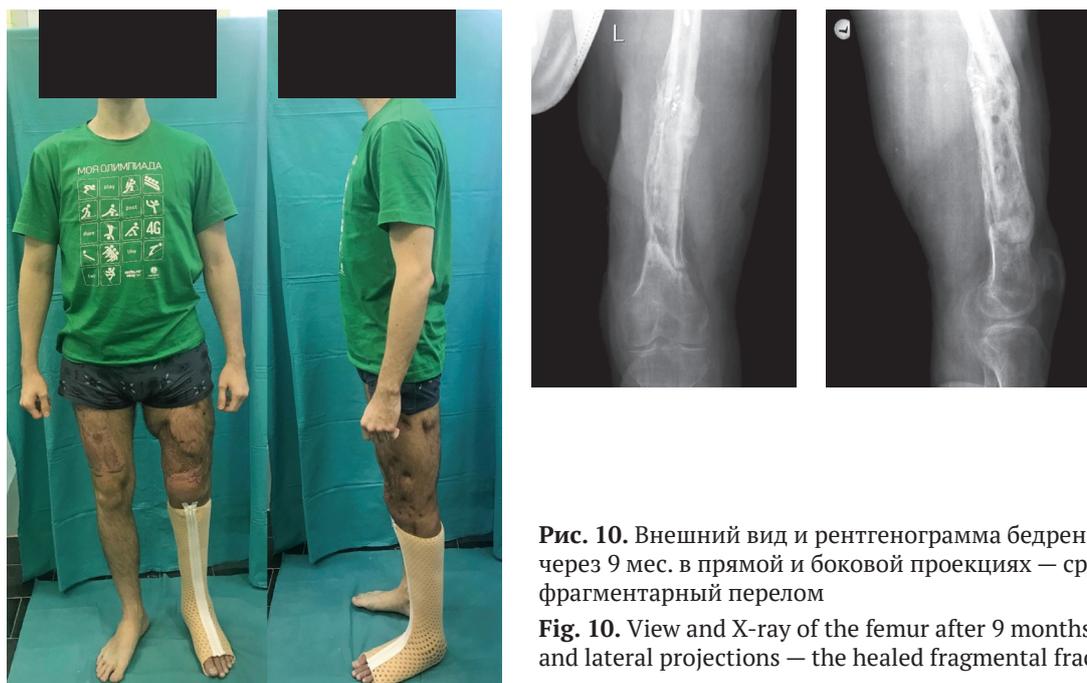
Внешний вид и рентгенограмма бедренной кости через 9 мес. в прямой и боковой проекциях — сросшийся фрагментарный перелом
